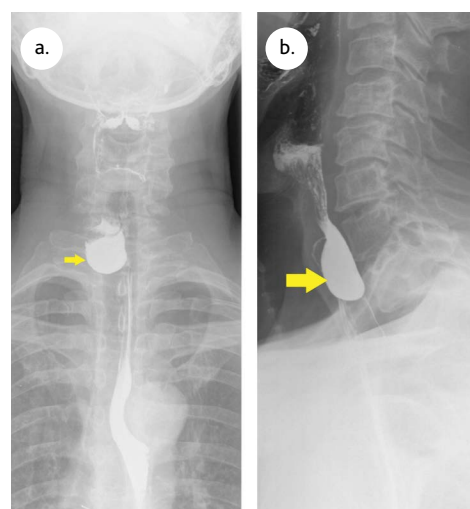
Рентгеноскопия пищевода с барием, задержка контрастного вещества в полости дивертикула Ценкера (указано стрелкой): а — в прямой, б — в боковой проекции
